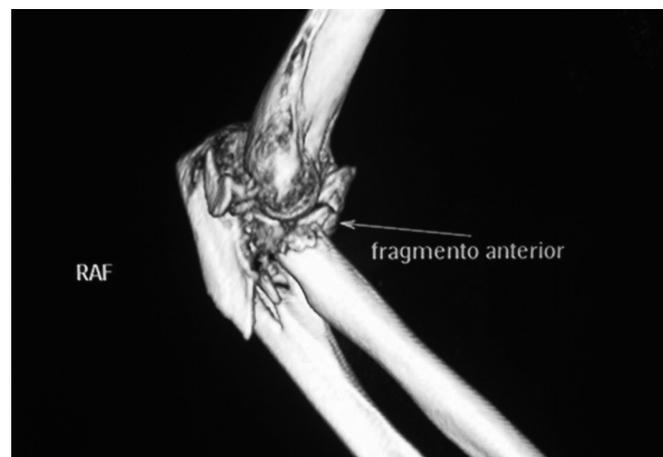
Reconstrucción tridimensional de TC del codo con fractura de cabeza radial, olécranon y coronoides.
